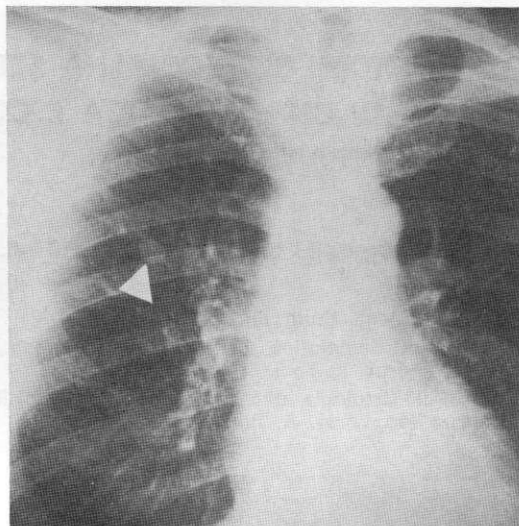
Z.L. a. 56. Radiografia standard, in antero-posteriore, del torace, che mette in evidenza, nel lobo superiore destro, un'opacità rotonda a contorni regolari.
